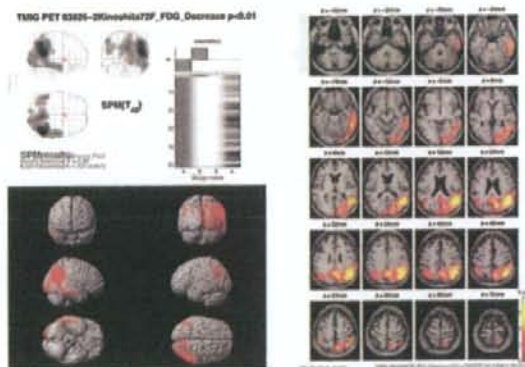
図3症例の FDG 画像統計解析結果。健常データベースと比較して有意な代謝低下部位を表示している。側頭頂葉皮質から後頭葉一次視覚野に及ぶ代謝低下を認め、レビー小体型認知症 (DLB) が
